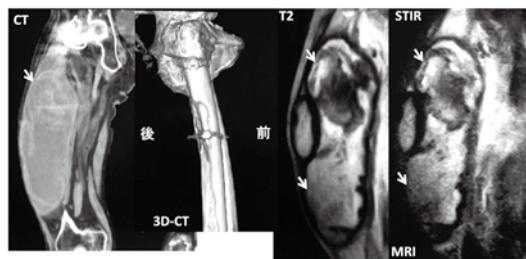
ORIF 後 1年4か月CTおよびMRI
